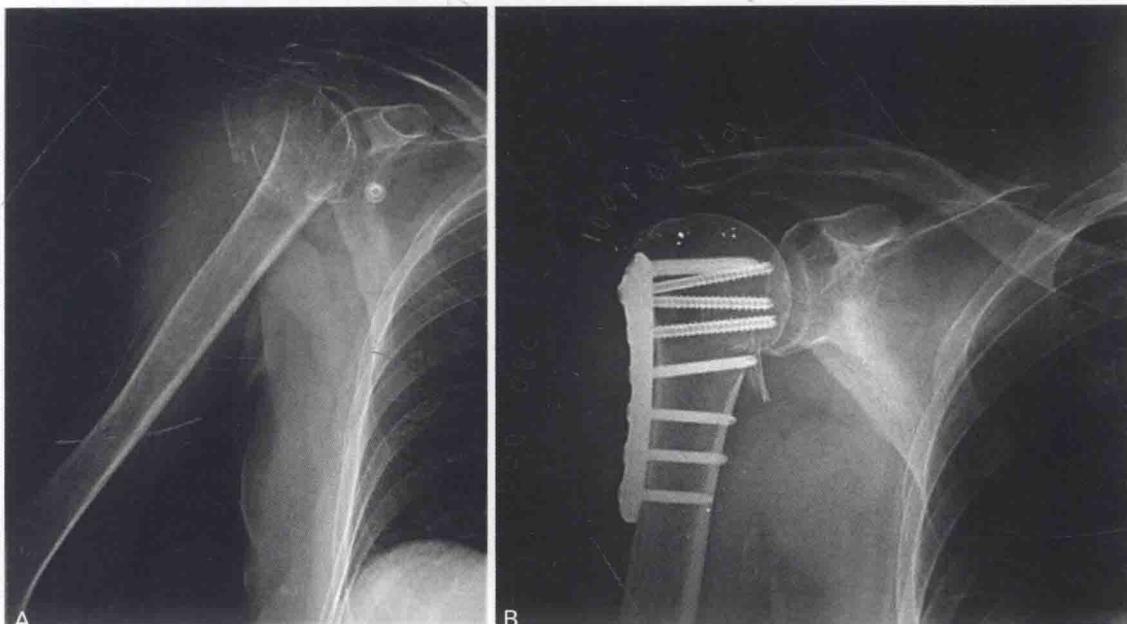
(A) 60岁患者，肱骨近端复杂骨折，术前正位X线片；(B) 通过前上方入路复位骨折，经皮钢板内固定
